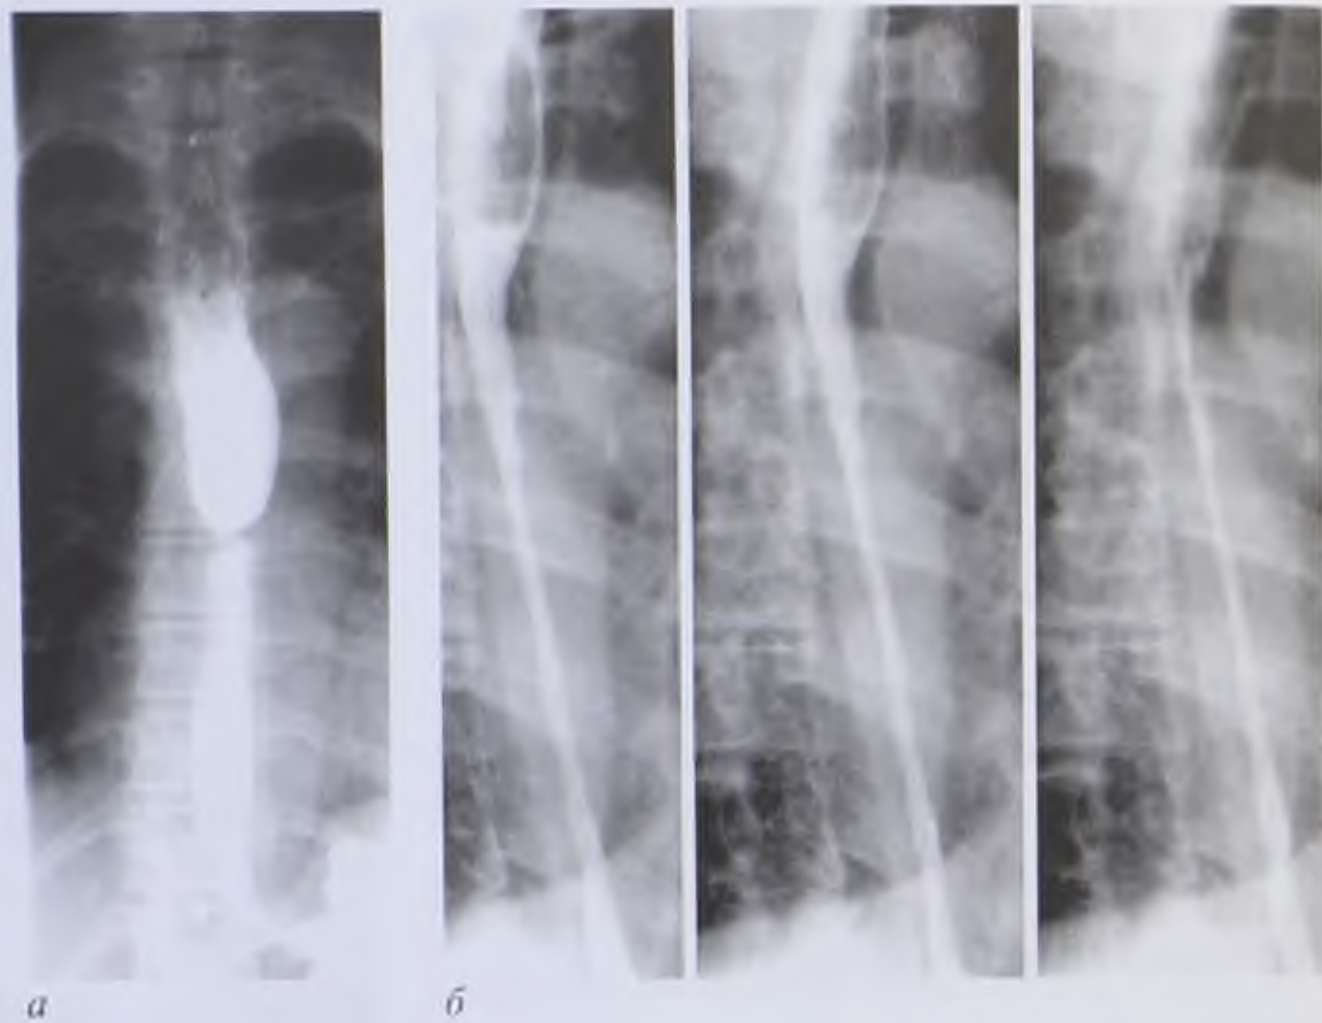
Рентгенограммы пищевода. Рубцовые сужения после ожога пищевода: *а* — в виде «песочных часов»; *б* — в виде узкой трубки
